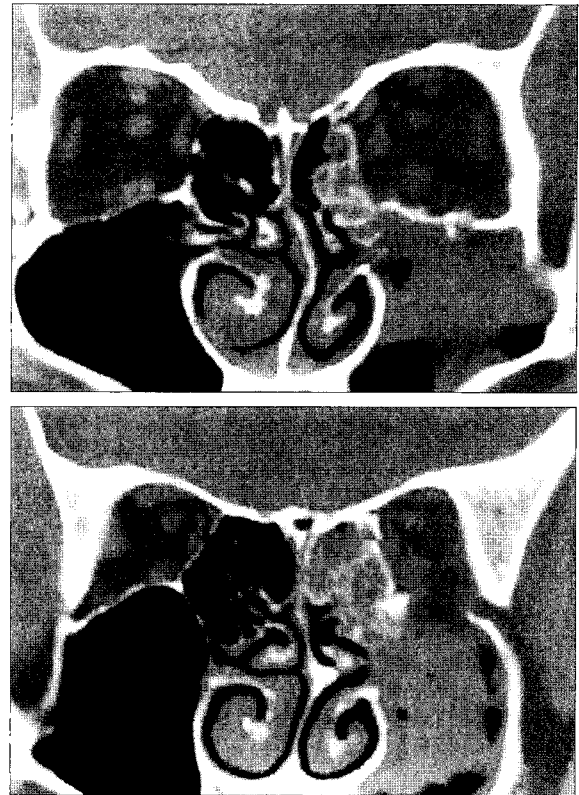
A false anatomical reconstruction of the left inferior orbital wall. Postoperative CT planes show (Above) an excellent result on the middle plane of the coronal section (Below) but a poor result on the posterior plane.
